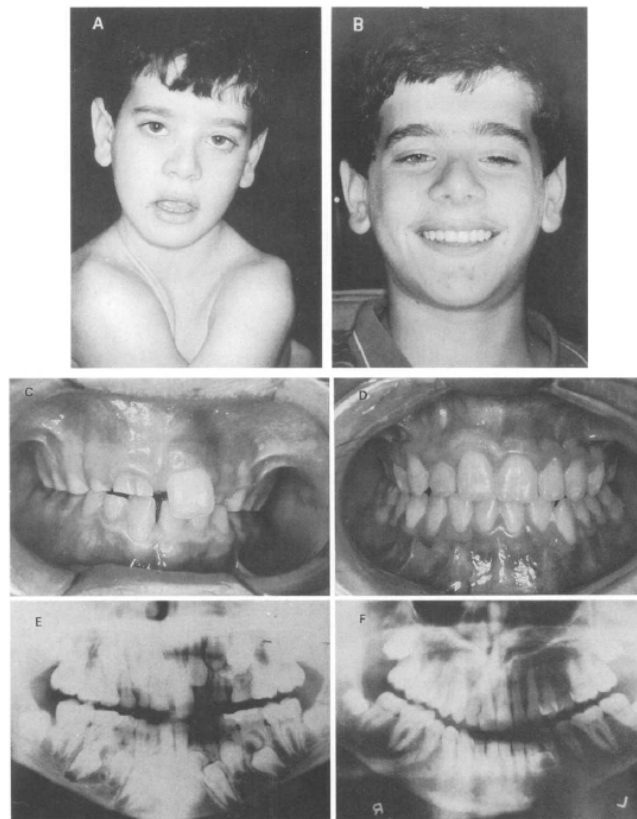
Resultados. A y B. Vista facial anterior 5 años antes y vista actual. C y D. Vista dental anterior 5 años antes de tratamiento y vista actual. E y F. Radiografías panorámicas antes y después del tratamiento.⁵¹
